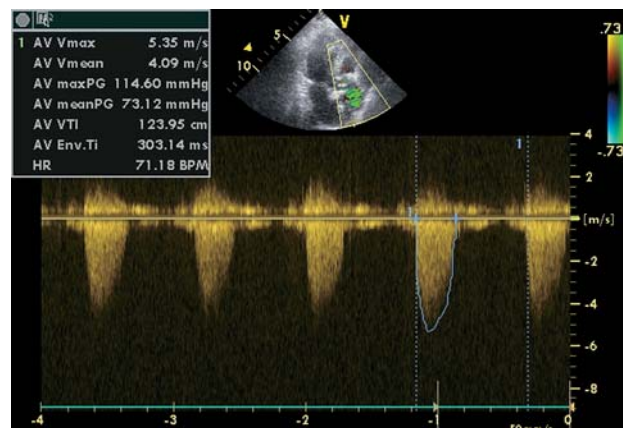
Больная В., 75 лет, трансторакальная эхокардиография (до TAVI). Постоянно-волновое доплеровское исследование, апикальный доступ. Измерение систолического градиента давления на аортальном клапане. Максимальный градиент между левым желудочком и аортой – 114 мм рт.ст., средний – 73 мм рт.ст.
